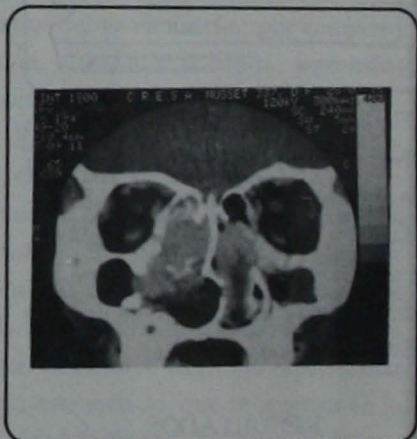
Caso 2, TC en corte coronal, tumor en ambas fosas nasales, senos maxilares y seno esfenoidal.
